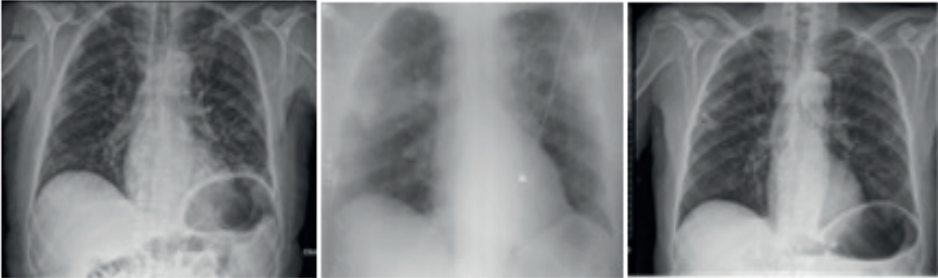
Başvuru sırasındaki akciğer grafisi.
